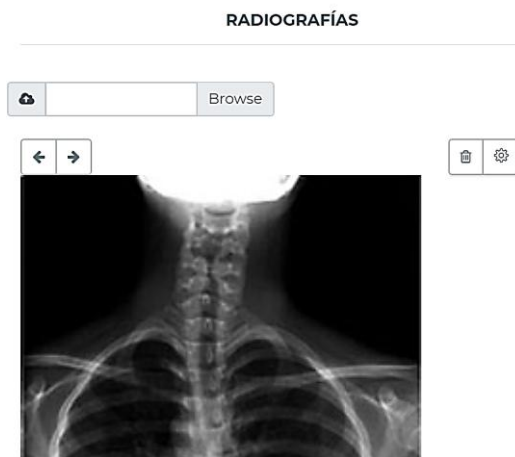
Subir radiografía del paciente
